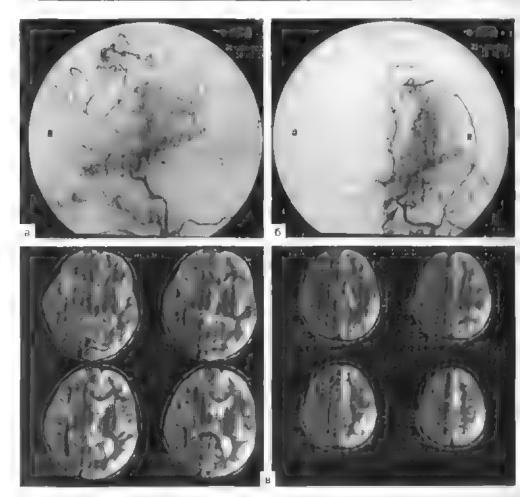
Болезнь моя моя у ребенка 9 лет. Левосторонняя каротидная англография в боконов (а) и , рямой (б) проскциях — резко стенозирозан сутрак инполиван сетмент левой внутренней соннов артерии (стрелка), средняя мозговая дртерия ис ком растируется, видна развитая сеть анастомозов, в — МРТ в Т₂-режиме — ишемым в вого полушария головного мозга.
